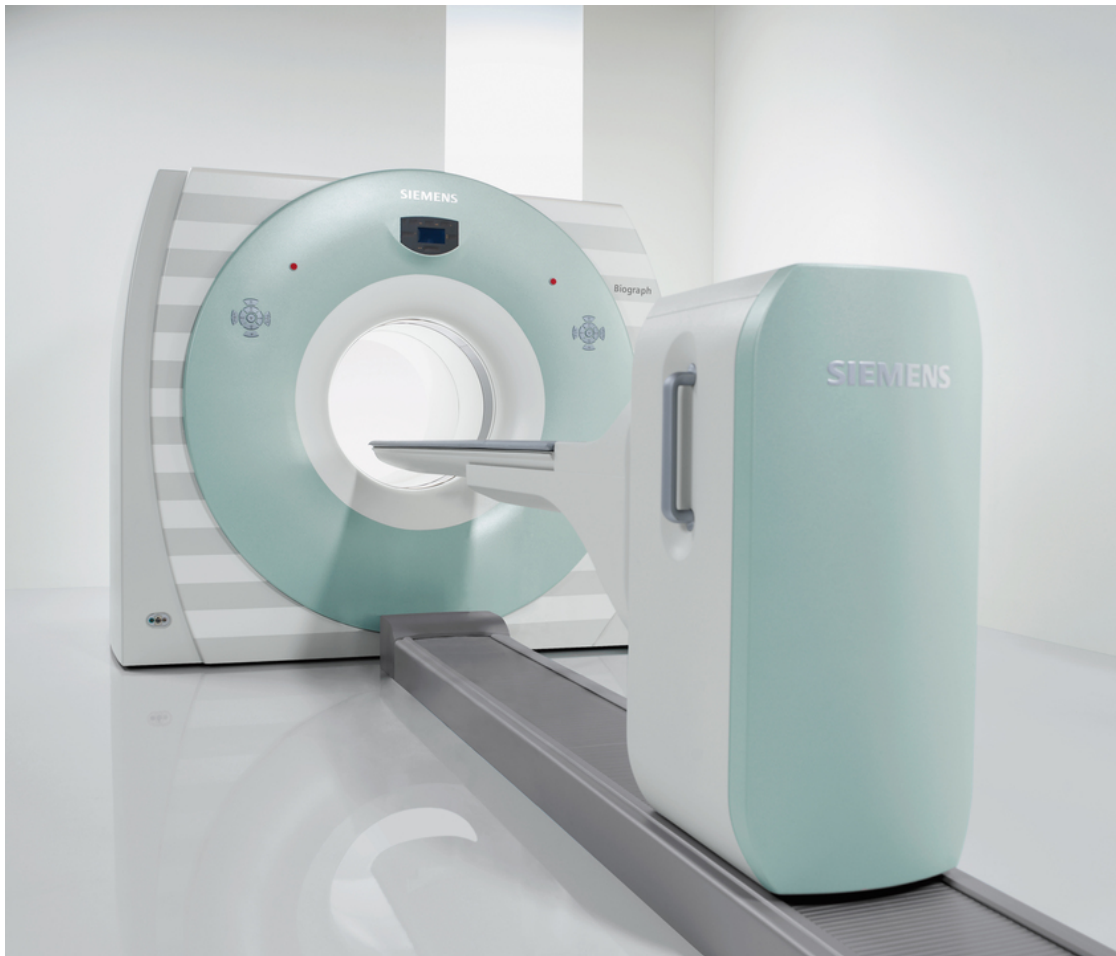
PET-TC Siemens Biograph TruePoint. [Healthcare.siemens.es](https://www.healthcare.siemens.es)
